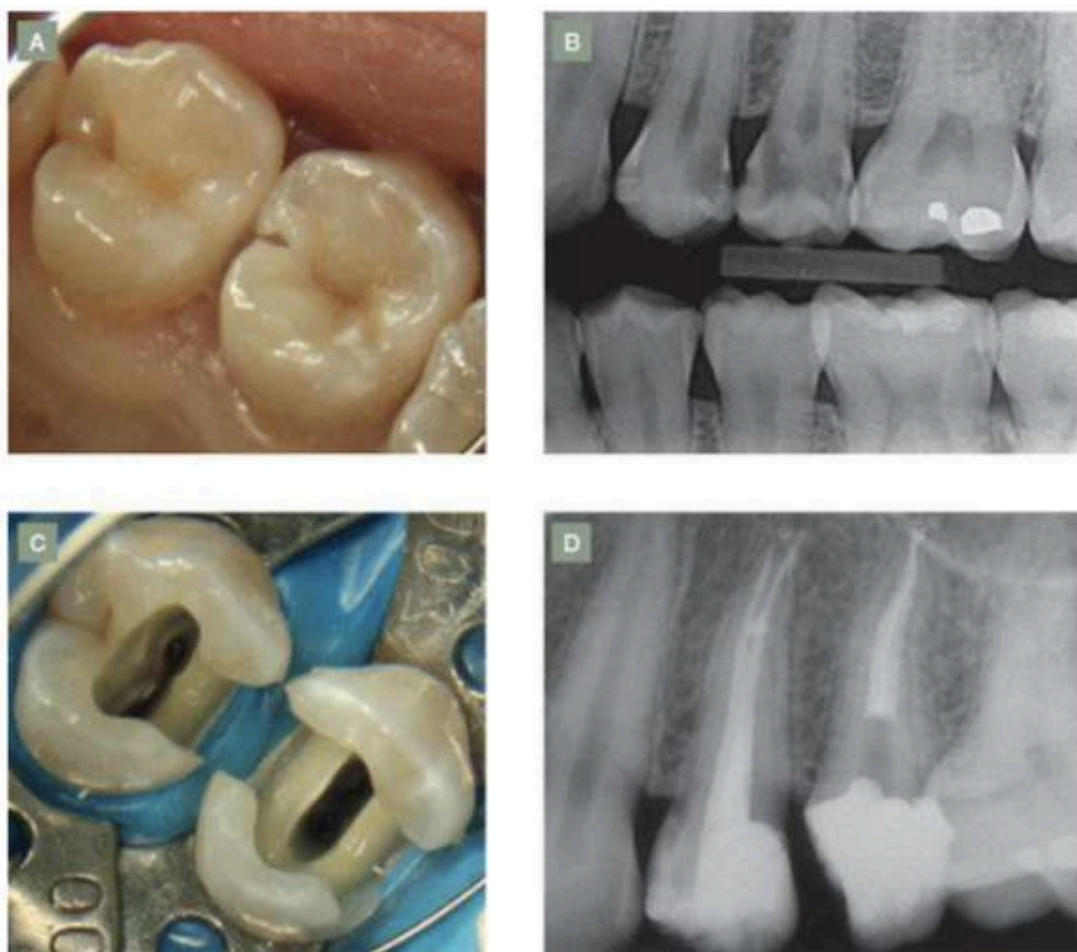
Etapas operatórias do tratamento endodôntico: a) fotografia inicial dos dentes; b) radiografia inicial; c) fotografia após remoção de tecido cariado e acesso endodôntico; d) radiografia final pós tratamento endodôntico (LOPES & SIQUEIRA, 2015).
